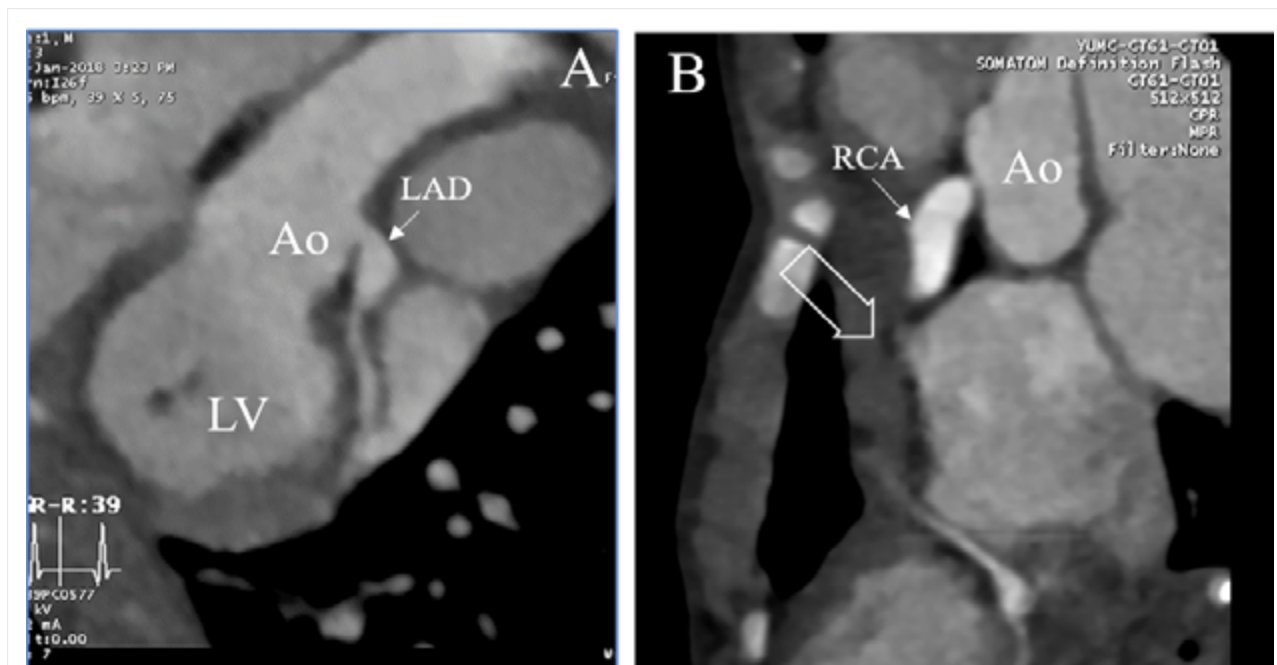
심장 CT. 다중 평면 재구성기법으로 재건한 A)좌측 주관상동맥에서 근위부의 거대 관상동맥류 및 원위부의 다발성 협착 부위가 관찰되며, B)우관상동맥 ostium 은 심하게 좁아져 있고, 근위부에 거대 관상동맥류가 관찰된다. 관상동맥류 직후부터 원위부까지 긴 구간의 우관상동맥이 혈전에 의한 폐쇄로 인해 보이지 않는다 (빈 화살표).
